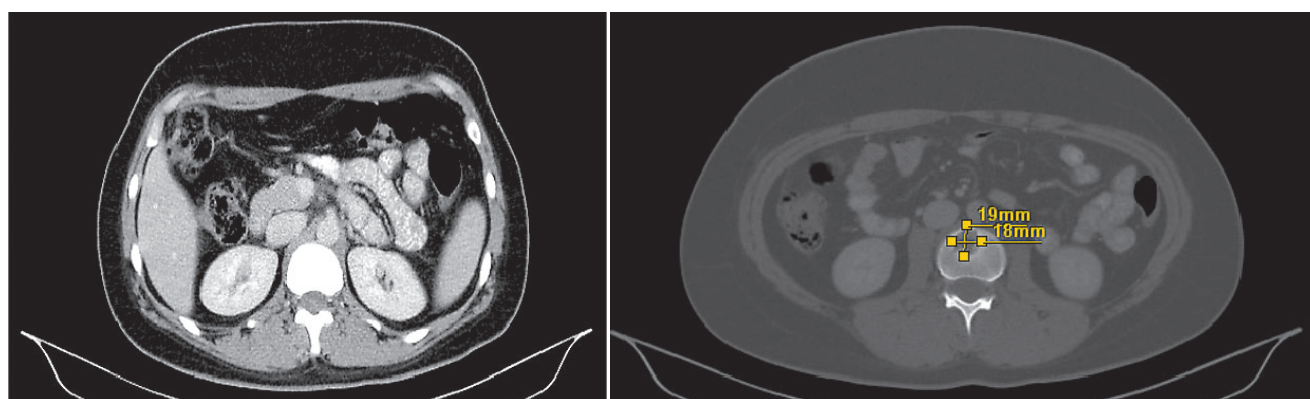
Компьютерная томография органов брюшной полости 15.03.2018 г.: МТС в кости скелета
